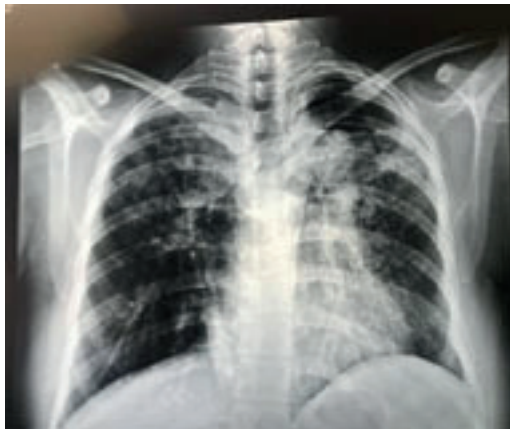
En la radiografía de tórax se observa un patrón reticular y nodular que involucra ambos lóbulos pulmonares con predominio izquierdo.
